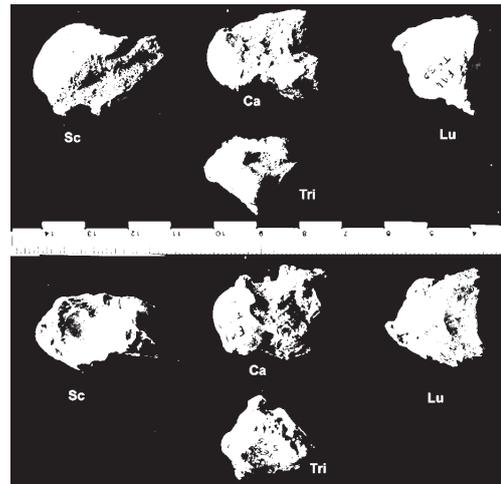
Thaon 15, érosions marginales du carpe gauche avec radiographies.
